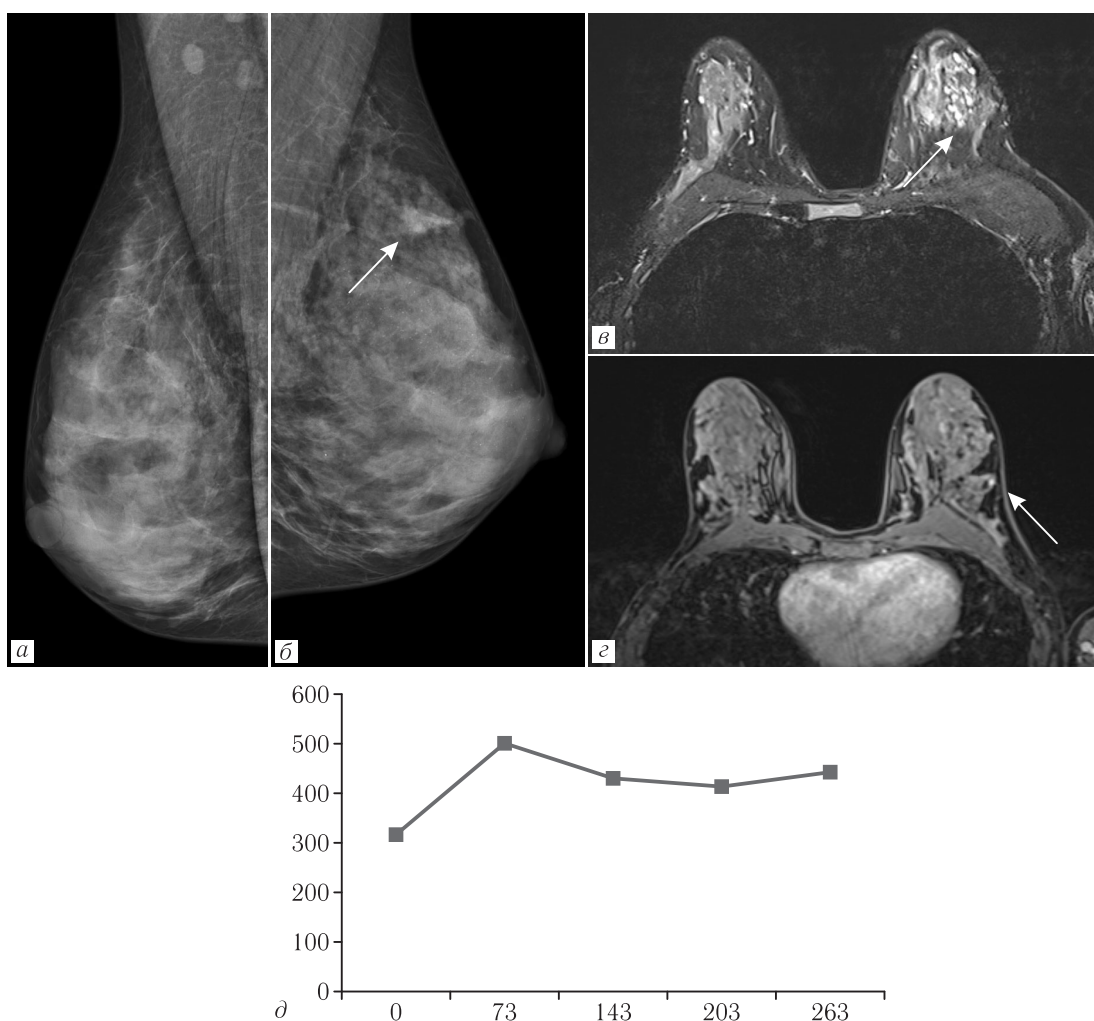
а, б — Маммограммы правой и левой молочной железы в медиолатеральных косых проекциях: слева в верхненаружном квадранте определяется область асимметрии (стрелка); в — T2-TSE МР-томограмма с жироподавлением: в зоне асимметрии определяется участок железистой паренхимы с наличием гиперинтенсивных включений (расширенных протоков); г — постконтрастное T1-FL3D-SPAIR МР-изображение (через 45 с после начала болюса): определяется зона накопления контрастного вещества небольших размеров (4 мм; стрелка);
